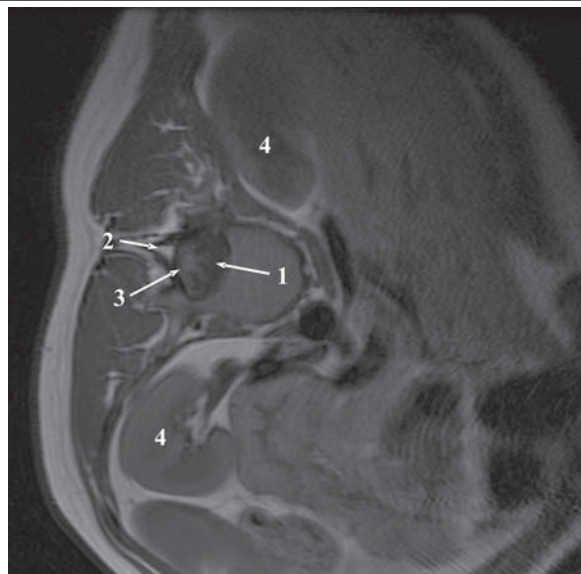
МР томография на уровне L1 позвонка при функциональной спиральной деформации позвоночника; аксиальное T₁ взвешенное изображение:
